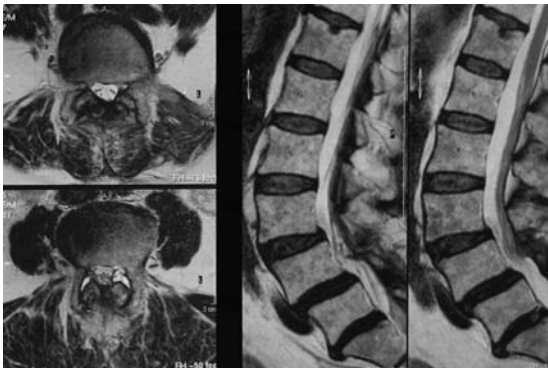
Treppenförmige Instabilität L3-S1 bei insuffizienter Dekompression einer Spinalkanal- und Foramenstenose (MRT)
